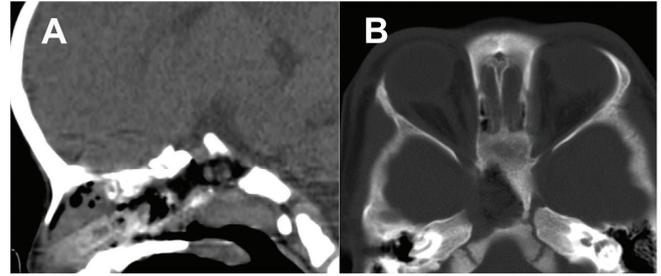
Tomografía postoperatoria evidencian resección completa de la lesión en cortes sagital (A) y axial (B).
